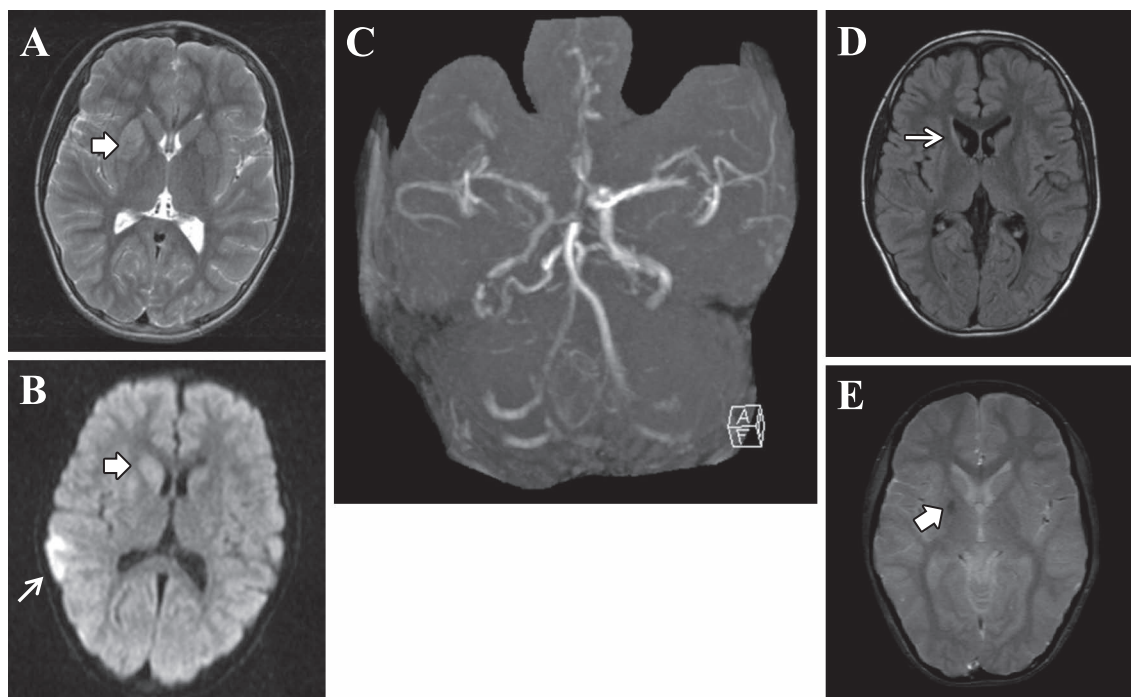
MRI and MRA of the patient.
